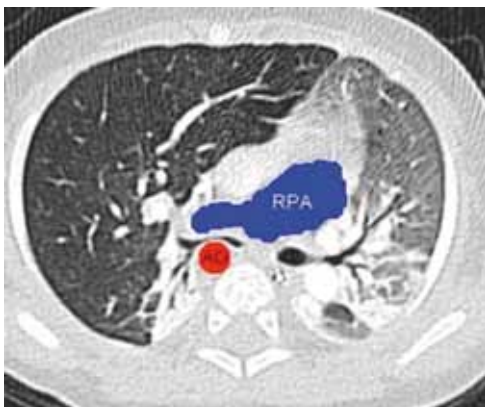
CT-Thorax. Kompression des rechten Hauptbronchus durch rechts deszendierende Aorta AO und sehr große rechte Pulmonalarterie RPA.
